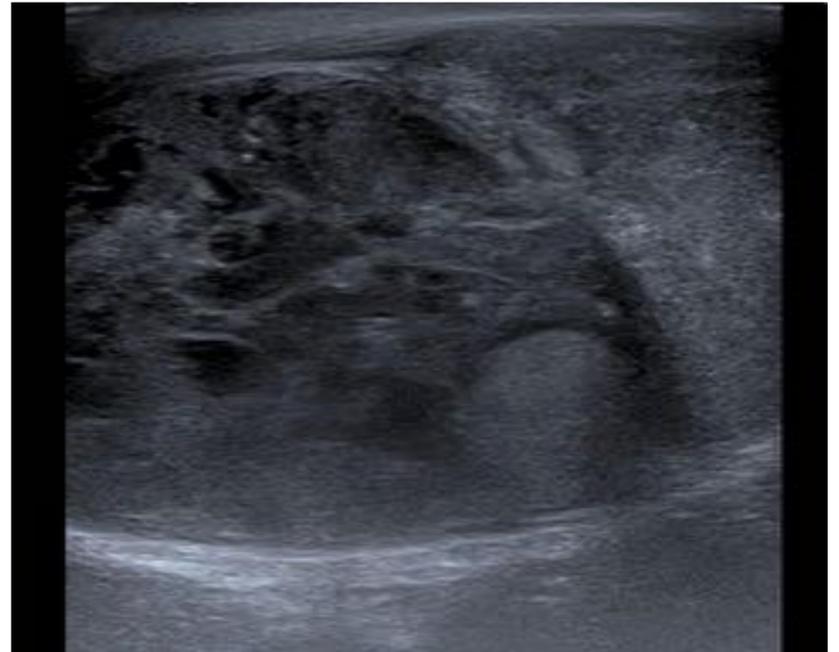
Paciente en estudio por dolor y parestesias en extremidad inferior izquierda. En el TC se observan metástasis óseas en columna lumbar y hepáticas. En la ecografía realizada posteriormente se visualiza un testículo izquierdo desplazado lateral y superiormente por masa localizada en bolsa escrotal izquierda muy heterogénea y de aspecto lobulado de manera que se extiende más allá de la túnica albugínea.
